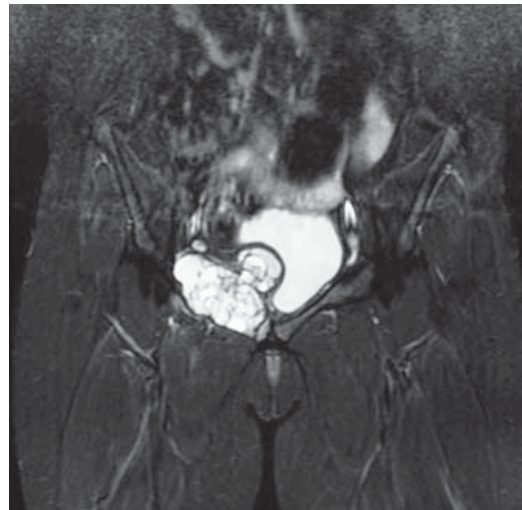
Resonancia magnética coronal en T2 y secuencia STIR, donde se confirma el patrón multiquistico excéntrico y expansivo como «pompas de jabón» con nivel líquido-líquido y efecto de masa sobre la vejiga.
